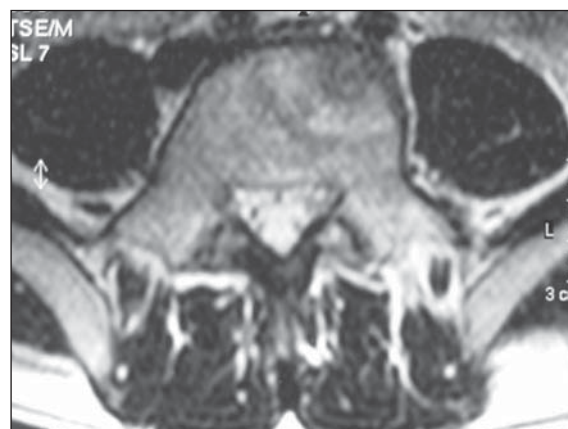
Imagem axial de RM ponderada em T2.
